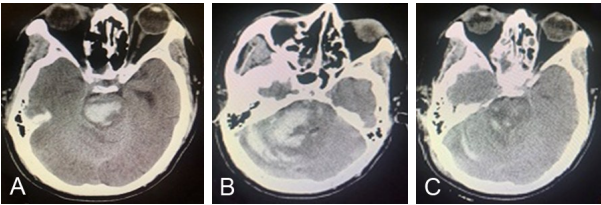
高血压性脑干出血并破入右侧桥小脑角区经枕下乙状窦后入路手术前后头部 CT 影像表现
